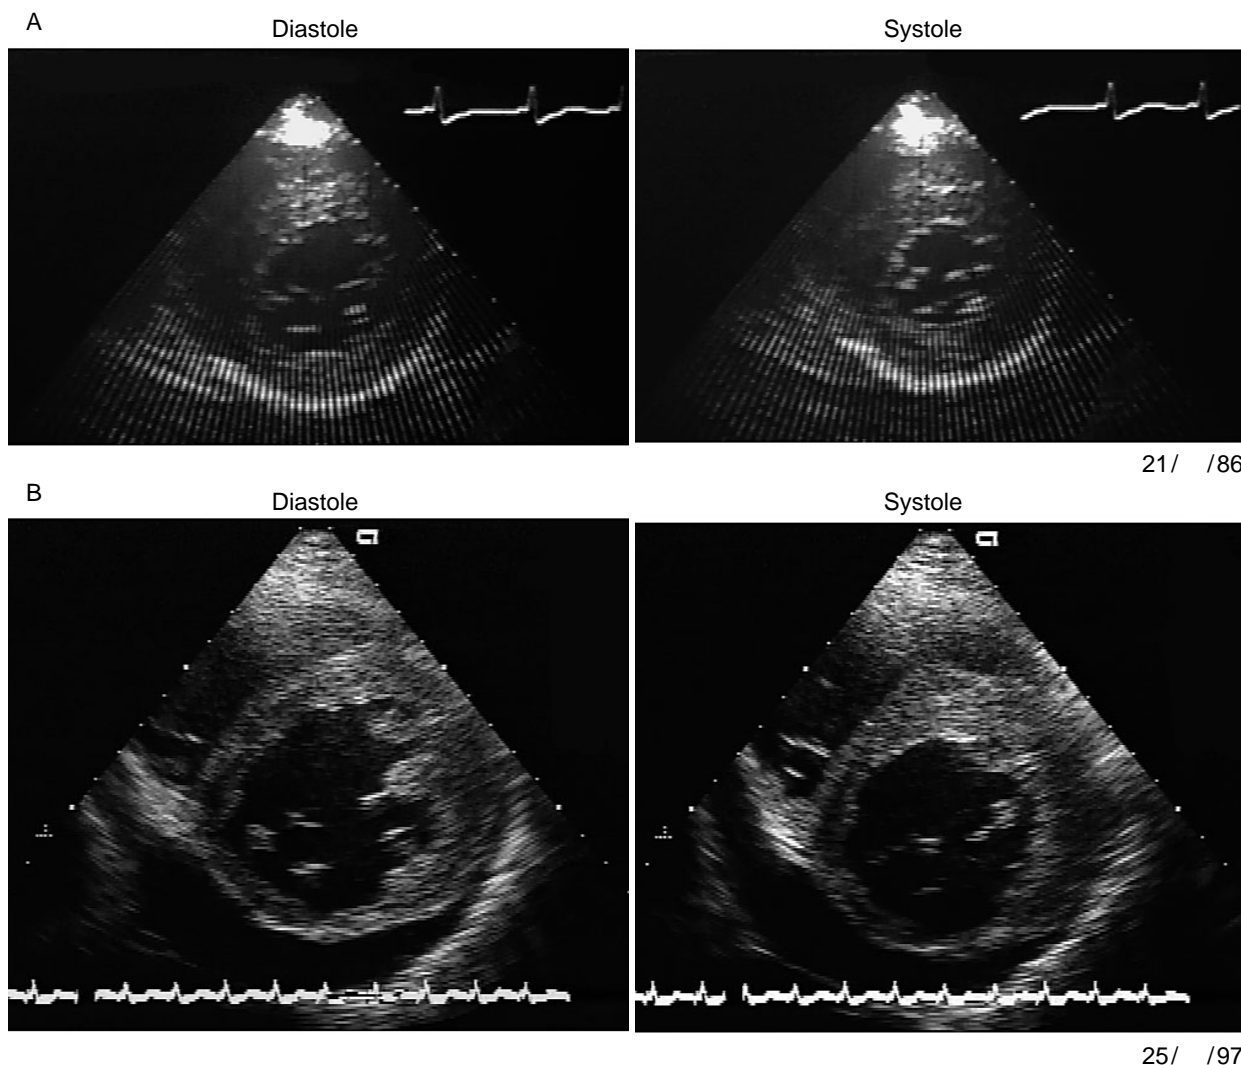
Echocardiograms taken 11 years before admission (A) showing symmetrical hypertrophy of the left ventricular wall and normal cardiac function, and on admission (B) showing thinning and akinesis of the posterior wall and significantly reduced cardiac function
